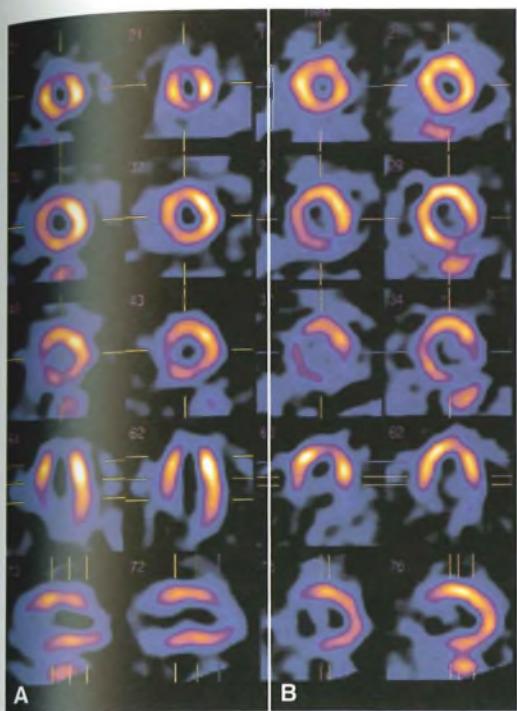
Tomoscintigrafia miocardica perfunzionale per la ricerca di miocardio vitale. Gli esami sono stati eseguiti subito e dopo 3 ore dalla somministrazione a riposo di ^{201}TI . A) Caso 1: infarto apicale; mancata captazione sia in fase di perfusione che di ridistribuzione per assenza di miocardio vitale. B) Caso 2: infarto infero-settale; ridotta perfusione con buona ridistribuzione per la presenza di miocardio vitale.
